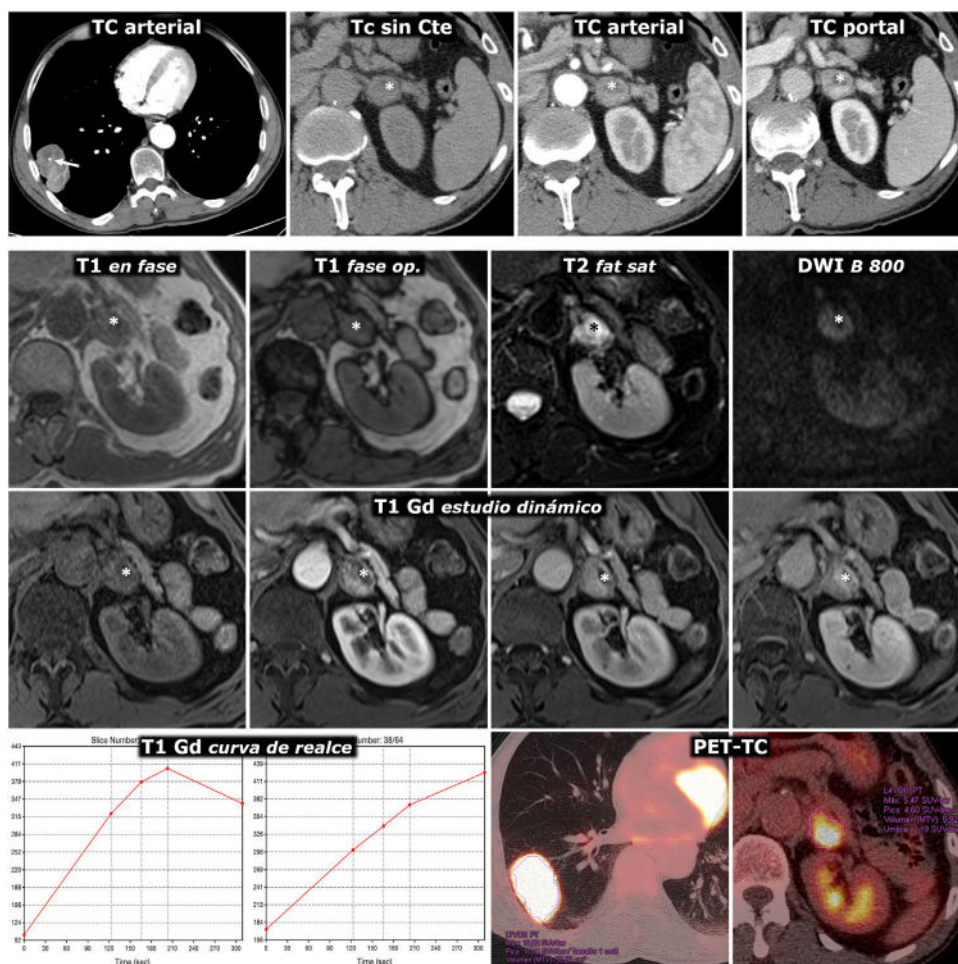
Error diagnóstico. Feocromocitoma adrenal interpretado como metástasis de adenocarcinoma de pulmón. Varón de 69 años, fumador. Hallazgo de masa pulmonar en la radiografía de tórax. Fila superior, TC: masa tumoral pulmonar lobulada y bien delimitada, con una calcificación puntiforme (flecha) y realce relativamente intenso y heterogéneo. Lesión nodular en la adrenal izquierda con realce también intenso, rápido y heterogéneo. En la fase basal del estudio presenta un área anterior con valores de atenuación inferiores a 10 UH (*). Aunque se interpreta que puede corresponder a un foco quístico o necrótico más que a contenido lipídico, pues esa región realza menos intensamente, se indica RM. Tres filas inferiores, RM y PET-TC: la región con menor densidad en TC se corresponde efectivamente con un foco quístico o necrótico (*): baja señal en T1, muy alta en T2, ausencia de restricción de la difusión del agua y ausencia de realce significativo. Las zonas sólidas de la lesión no pierden señal en fase opuesta, tienen alta señal en T2, muestran moderada restricción de la difusión y realzan intensamente, unas áreas de forma más rápida y otras más tardía, como se aprecia en las curvas de realce. El diagnóstico radiológico de presunción fue de metástasis. Se realizó ^{18}F FDG PET-TC, que mostró intensa actividad metabólica tanto en la lesión pulmonar como en la adrenal. El estudio histológico de la primera mostró un adenocarcinoma pulmonar y el de la segunda, un feocromocitoma. No hubo complicaciones quirúrgicas a pesar de que no se realizó preparación farmacológica.
